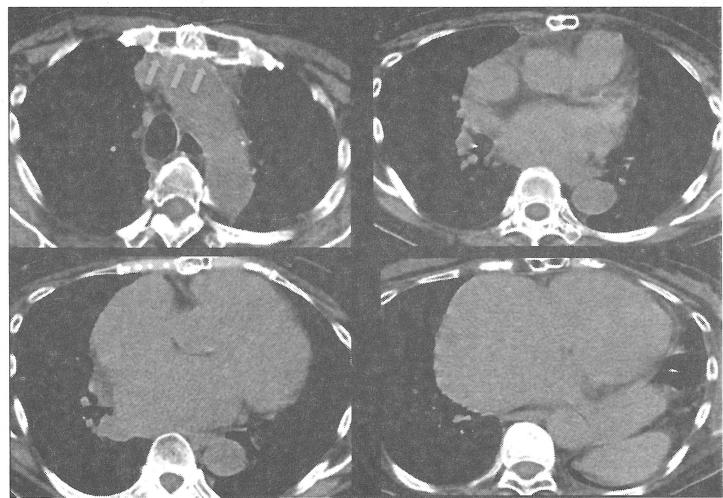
胸部CT:矢印先の様に上行大動脈から心臓にかけて胸骨との強固な癒着を認める。
